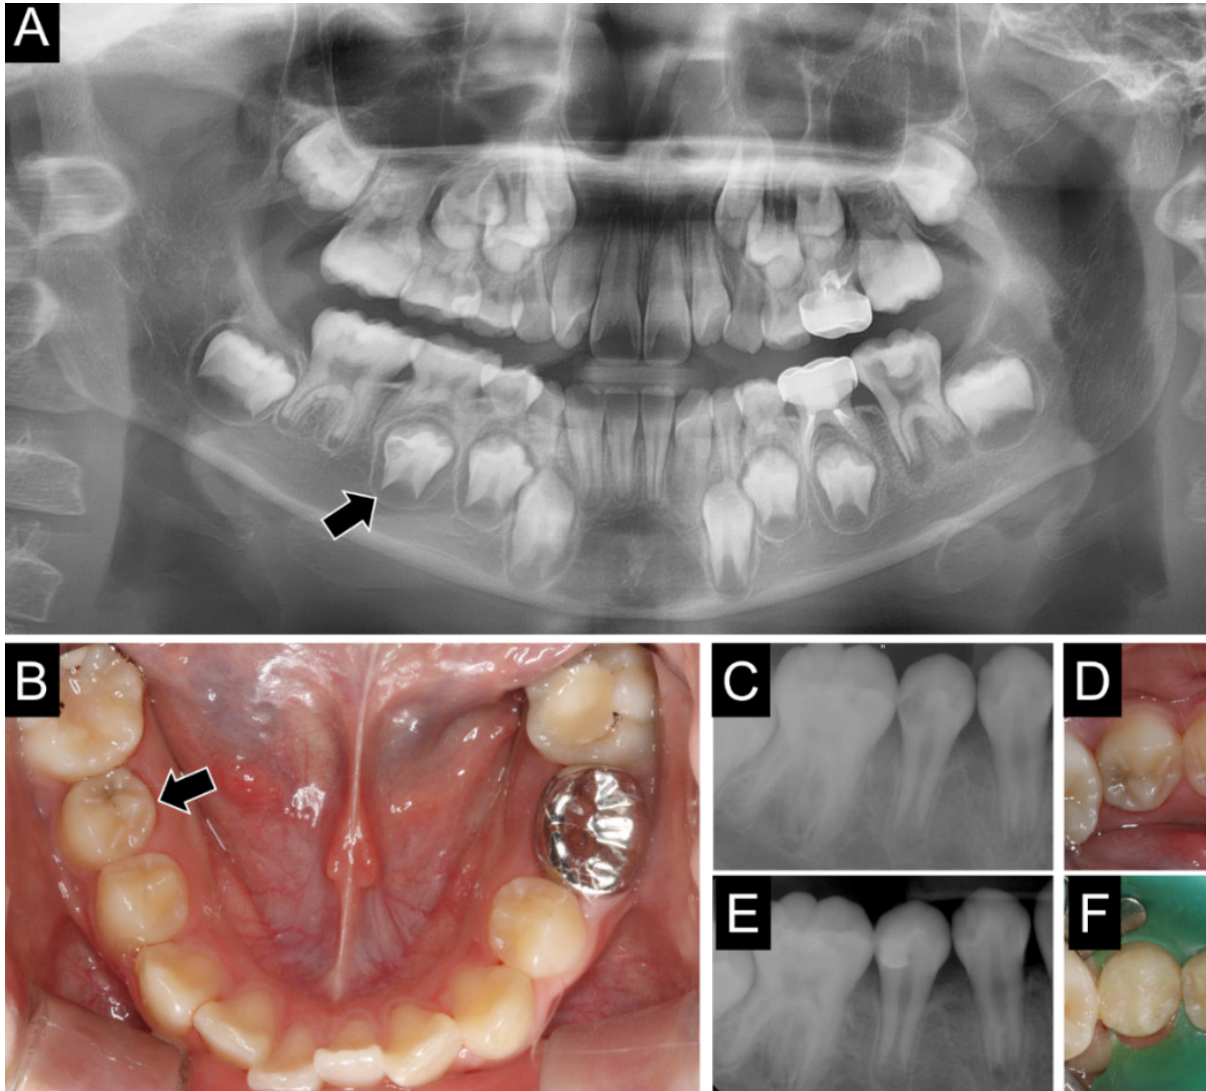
(A) 7세 여아 파노라마, 미맹출된 #45 치관 내 내흡수가 관찰됨 (B) 동일한 환자의 10세 구내 임상사진, #85 탈락 후 #45 치아가 맹출하였으며 underlying dark shadow from dentine 이 관찰됨 (C) 11세 치근단방사선사진 (D) 11세 구내임상사진 (E) Resin restoration 와 Partial pulpotomy with calcium silicate cements을 시행함 (F) 수복 후의 임상사진
